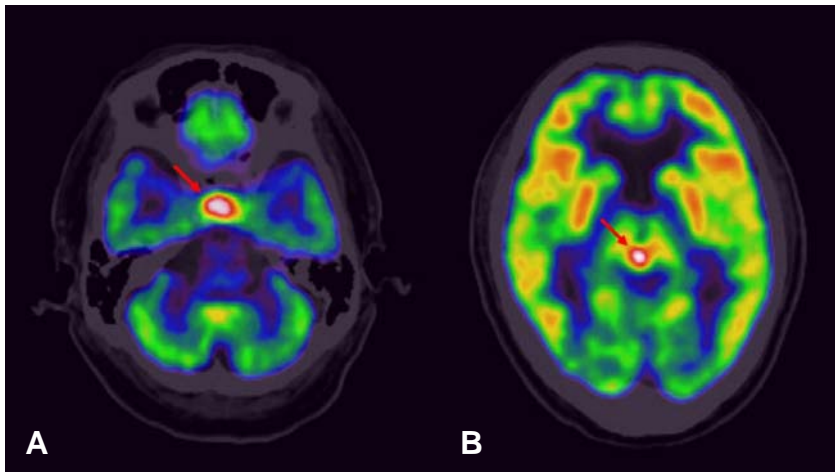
PET/CT shows FDG uptake at the pituitary gland (A) and pineal gland (B) (arrows).
